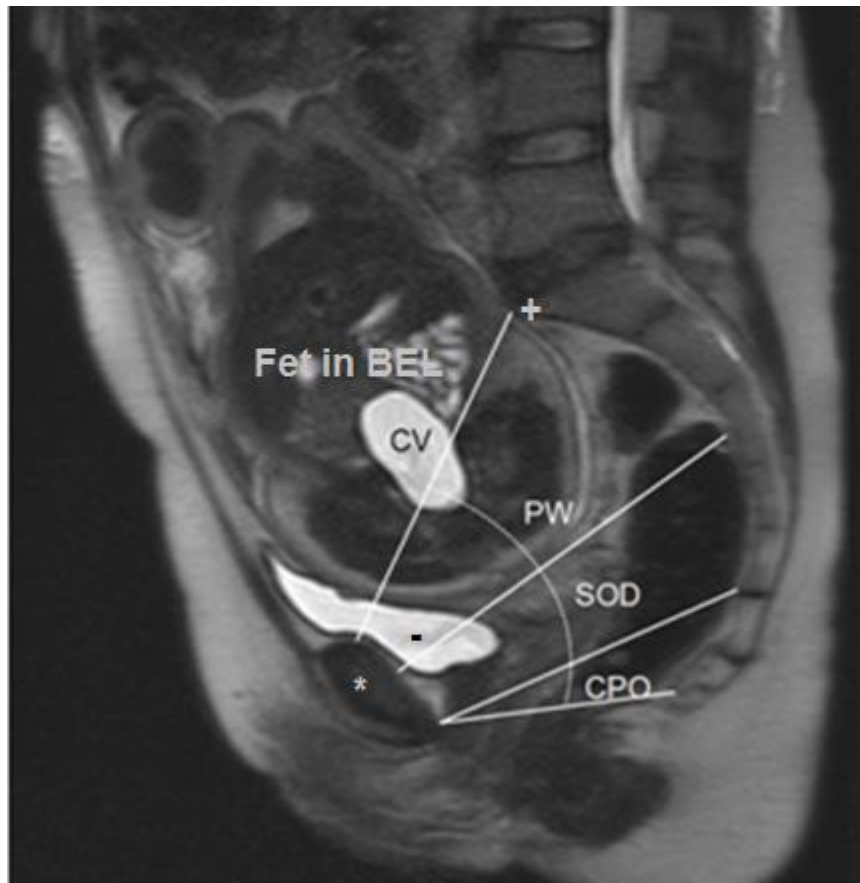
Distanzen im Sagittalschnitt in T2-Wichtung (MRT-Pelvimetrie)
